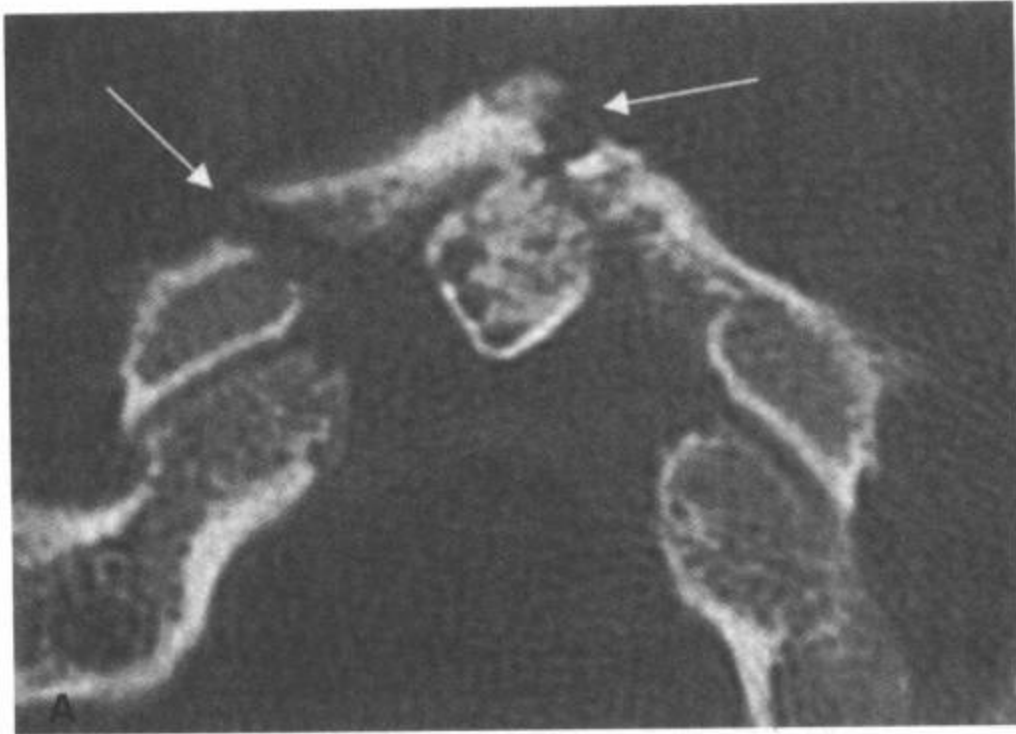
Jefferson骨折。A: C1前弓层面的CT横断面图像显示前弓两处骨折(箭)。B:较下层面的第二幅CT横断面图像显示双侧C1后弓骨折(箭)。C: 3D重组容积再现上方轴位观图像显示双侧C1前弓和后弓骨折(箭), 伴骨碎片移位 $< 6\text{mm}$ 和寰椎后脱位。
